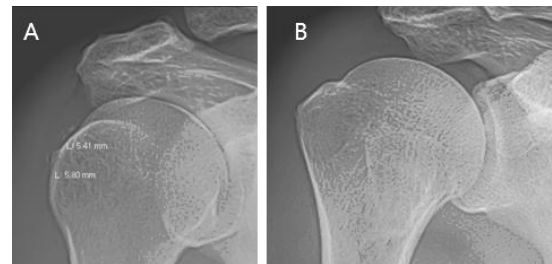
Rt. shoulder X-ray AP view of case 2
